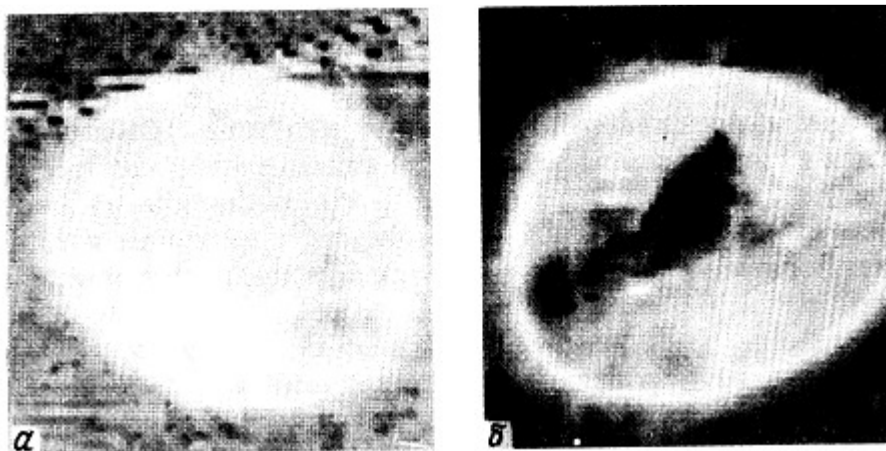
Томографическое изображение молочной железы *in vivo*, полученное путем реконструкции по скорости звука: нормальной, после менопаузы (а) и с большой фиброаденомой (б) [10].
